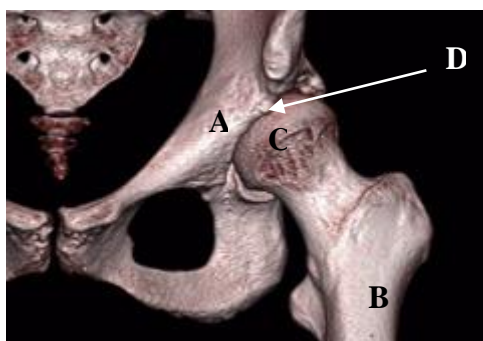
Imagem de Tomografia Computorizada com reconstrução 3D da anca esquerda. Legenda: A- Osso íliaco; B-Fémur; C- Cabeça do Fémur; D- Acetábulo. Adaptado com modificações de: Jones DL, 2018⁽⁷⁾.
